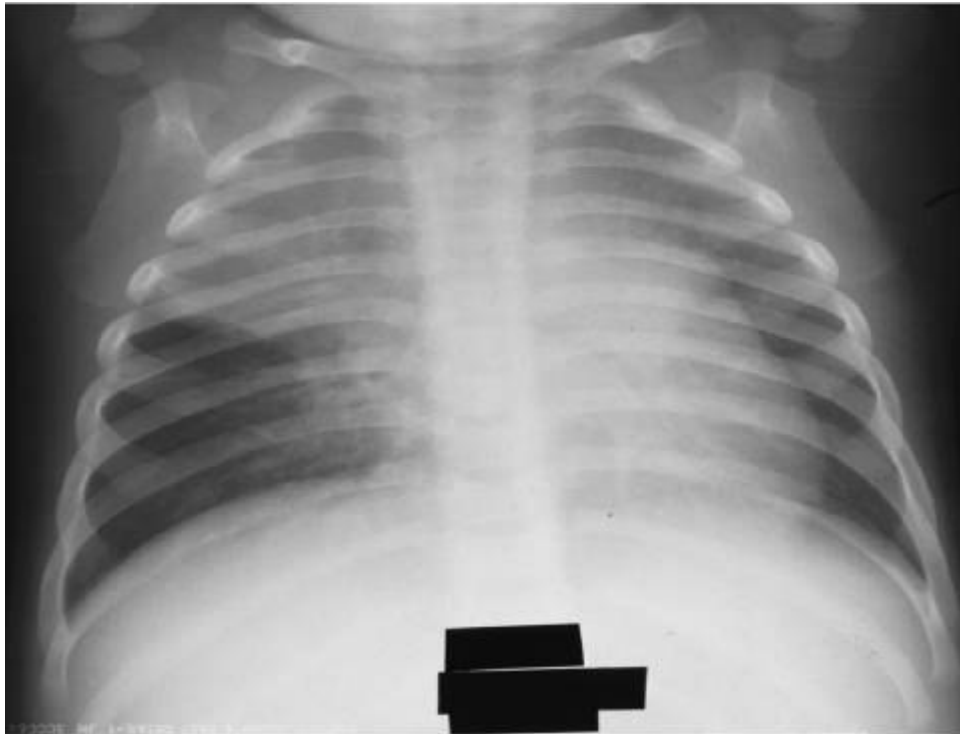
Рентгеновский снимок того же пациента - ухудшение после 3 месяцев лечения, что связано с обтурацией верхнедолевого бронха справа. Рентгеновский снимок этого больного соответствовал норме лишь после 6 месяцев лечения.
